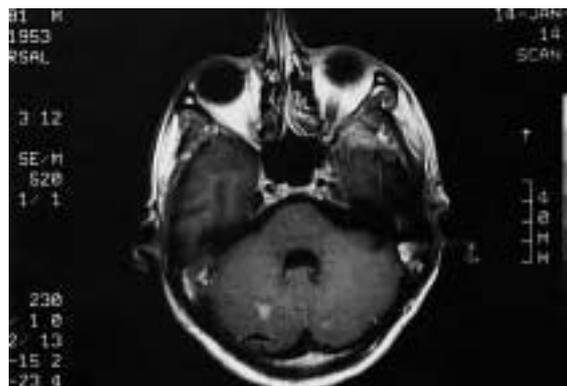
Resonancia magnética nuclear al ingreso. Se observan implantes en fosa posterior sobre ambos hemisferios cerebelosos
